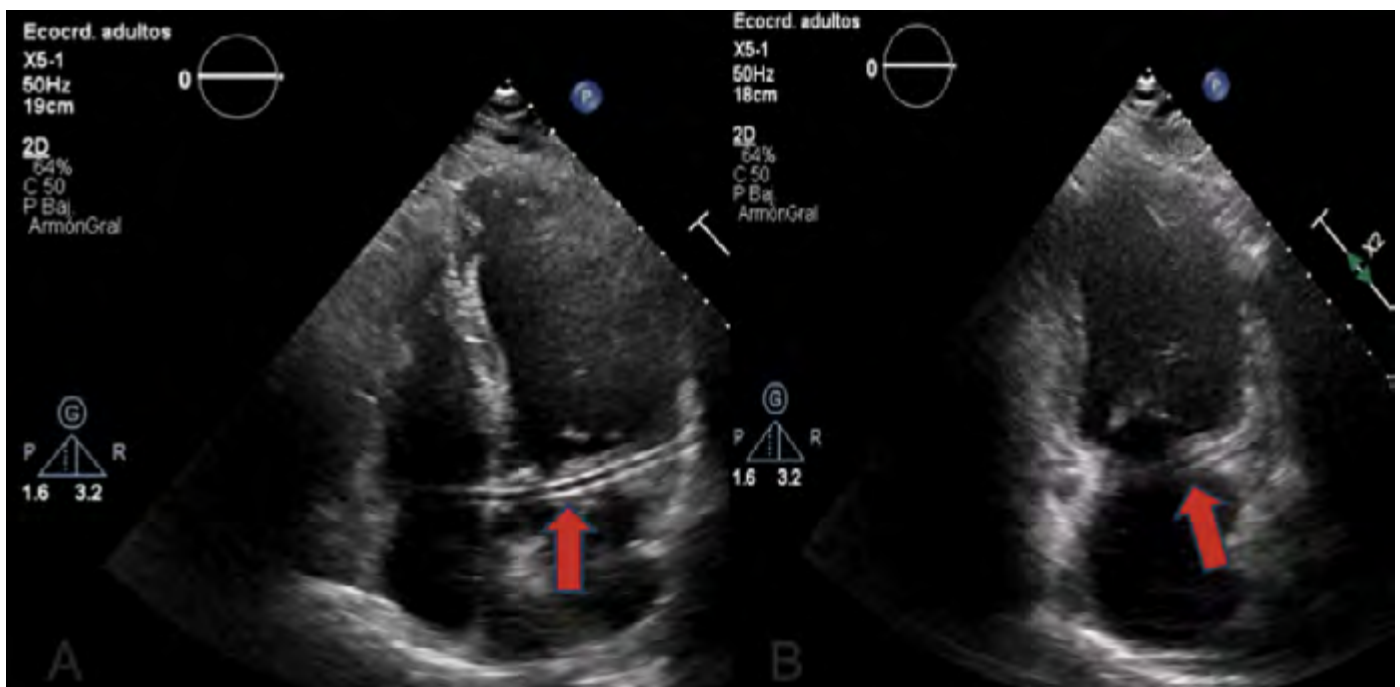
A: plano apical 4 cámaras observando el “RAC sign” (flecha) estructura tubular altamente ecogénica en la unión aurículo ventricular. B: visualización del “RAC sign” (flecha) en plano apical 2 cámaras.
